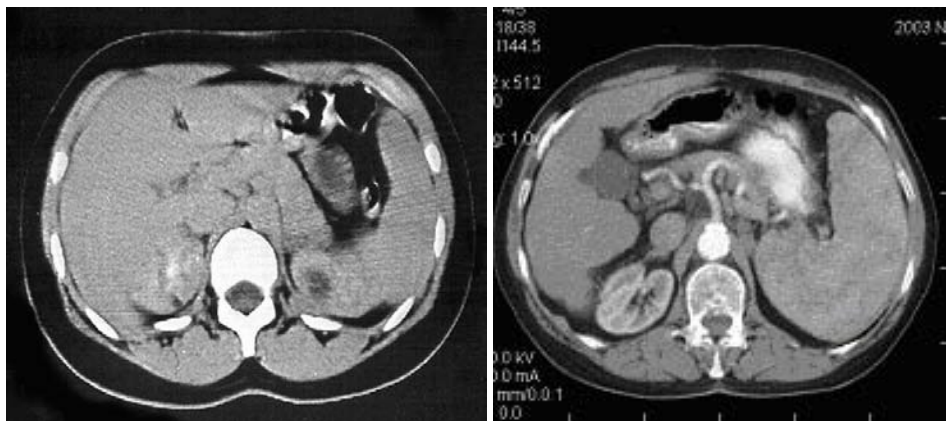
Computertomografia hepatică
